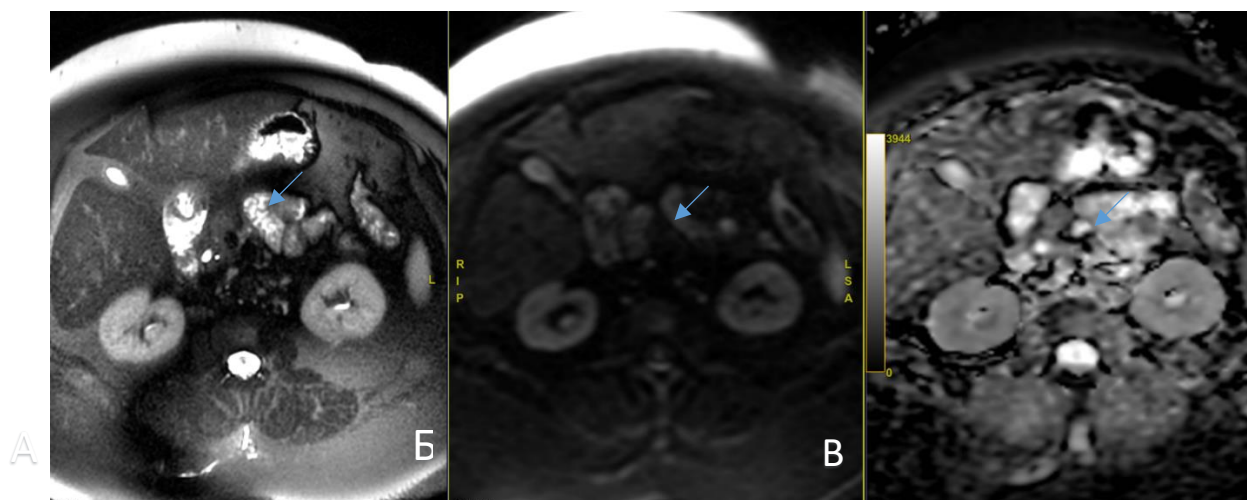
МРТ органов брюшной полости без КУ, аксиальная проекция (А-T2FS, Б-DWI, В-ADC). В хвосте поджелудочной железы визуализируется образование с признаками ограничения диффузии (синяя стрелка) [515]
